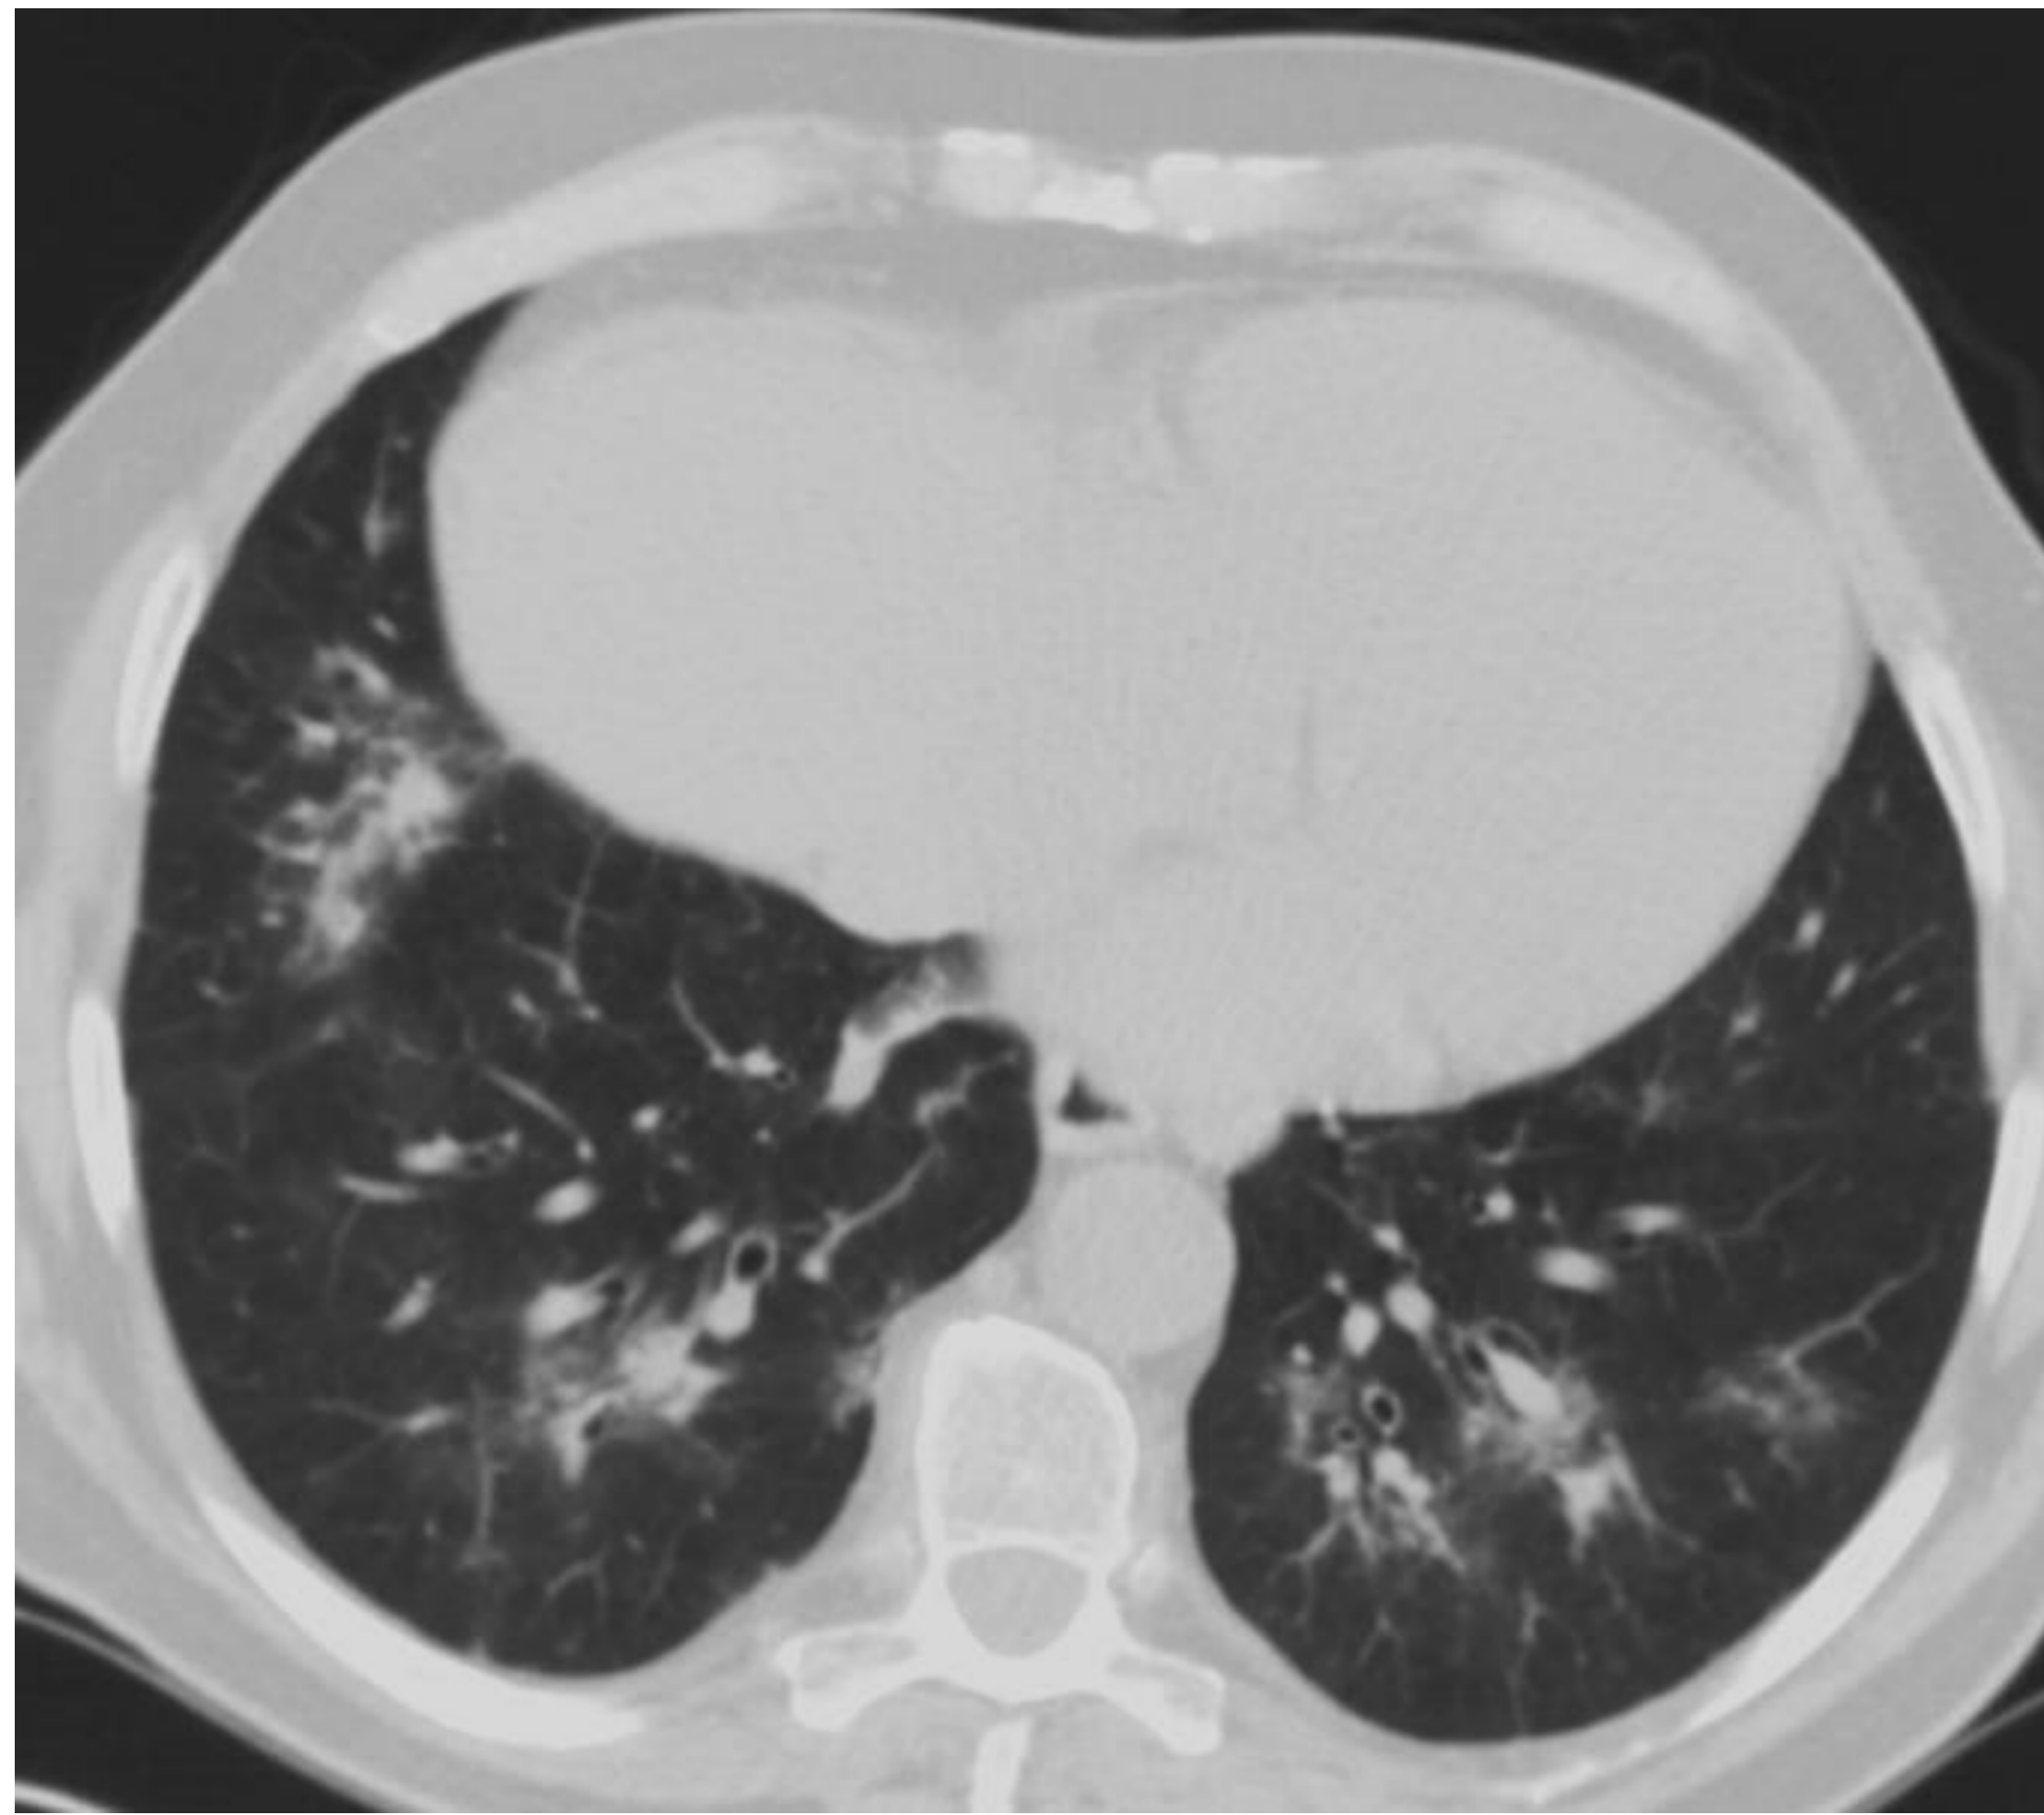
TC en plano axial.(Las localizadas tras la flechas se realizaron una semana posterior). Consolidaciones parcheadas peribroncovasculares migratorias, de predominio en LLII, que se modifican tras una semana sin tratamiento
